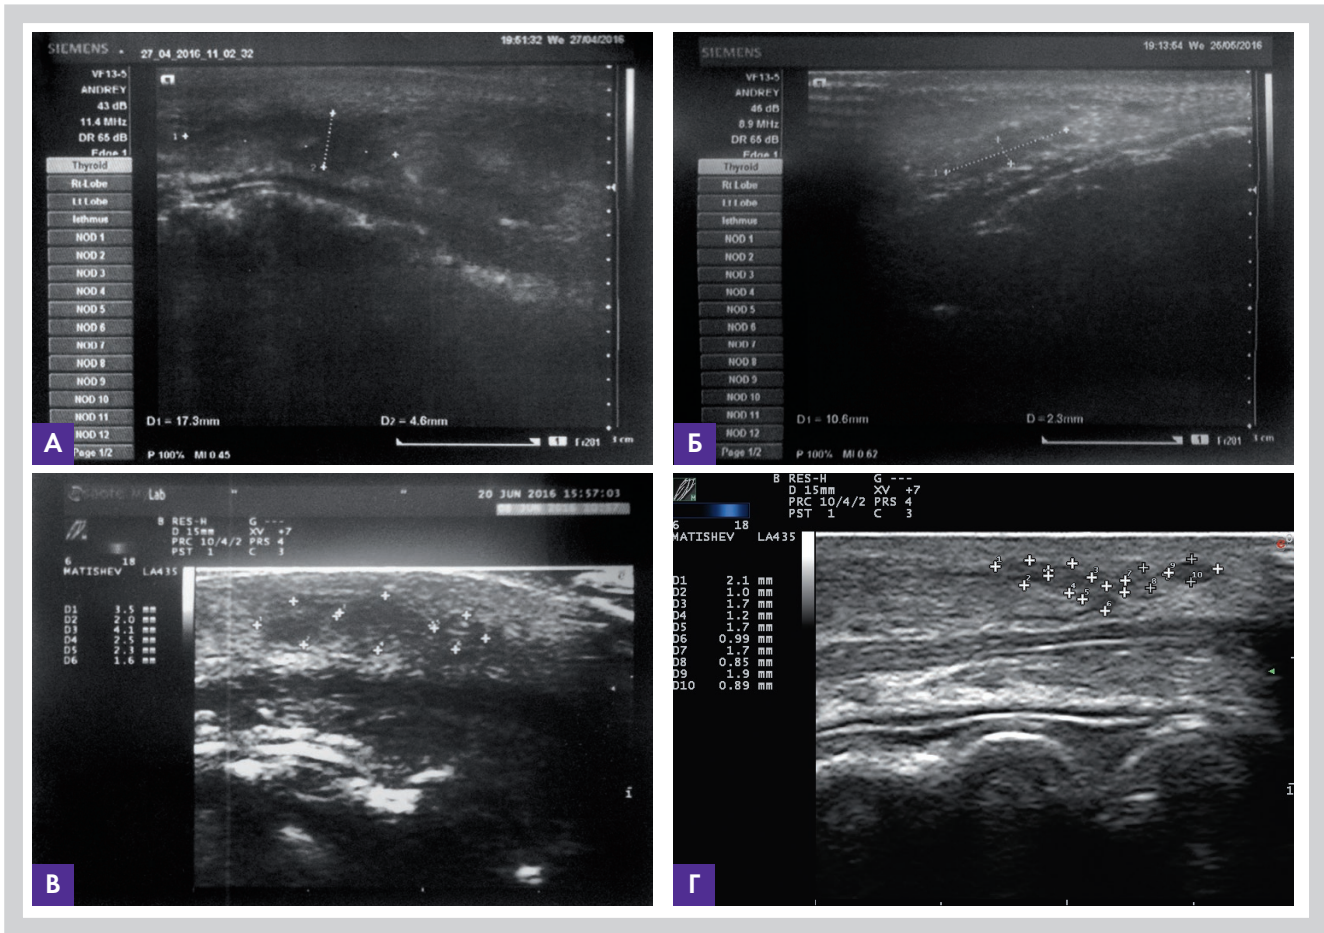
Пациент В., 25 лет: размер болюса филлера на основе ГК в губе до лечения (А); уменьшение размера болюса филлера в губе после лечения фонофорезом с гидрокортизоном через 3 недели (Б); болюс филлера в губе после лечения фонофорезом с гидрокортизоном через 3 недели, увеличенный вариант непосредственно перед инъекцией в него «Лонгидазы» под контролем УЗИ (В); биодеградация филлера на основе ГК в губах через 2 недели после инъекции «Лонгидазы» непосредственно в болюс под контролем УЗИ (Г)
